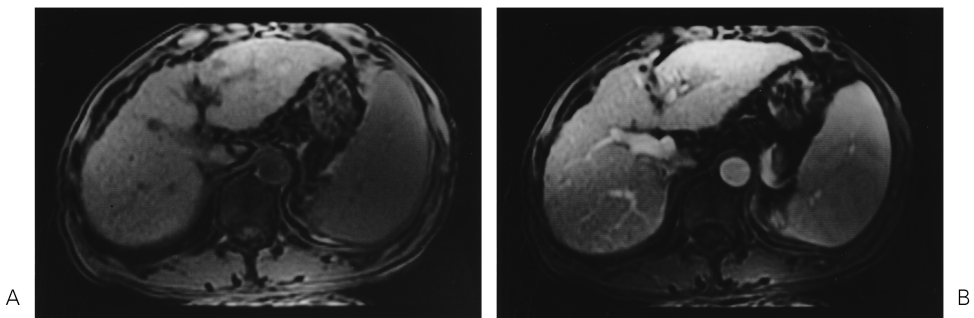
A case of dynamic MRI with power injector used SPGR 3 ml/s. A : pre-contrast B : arterial-phase. 64-year-old man with HCC was demonstrated with power injector. The portal vein was already enhanced on the arterial-phase, thus this is late data acquisition.
